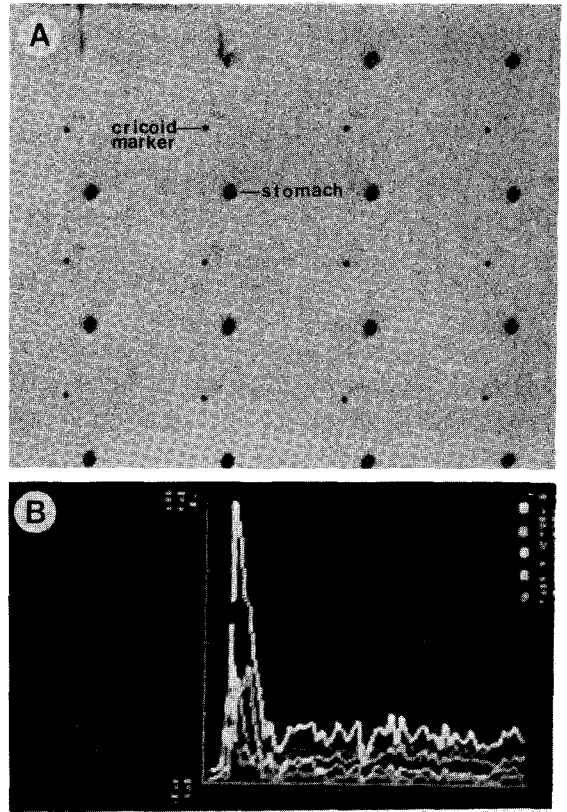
Normal esophageal transit study. A. Serial scintigraph shows no tracer retention in oropharynx and normal esophageal peristalsis. B. Time-activity curves of oropharynx, esophagus and upper, middle and lower one third of esophagus. The vertical axis represents radioactivity and the horizontal axis time in seconds. The ETT is 9 seconds.
